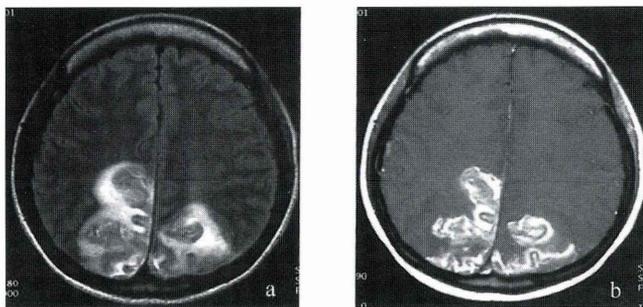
第12病日の頭部MRI (a: FLAIR, b: Gd造影)
